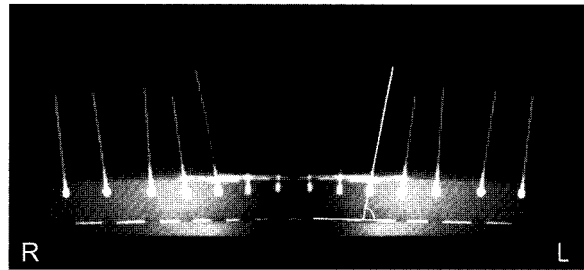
Panoramic radiograph with normal angulation and inclination. The angulation between the wire axis and guide wire of .016" × .022" SS was measured in the distal side.
